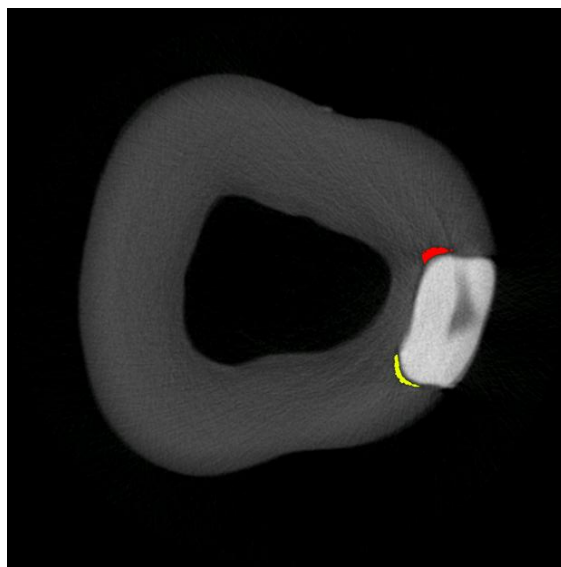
Immagine ottenute mediante μ -CT. Ricostruzione 3D del campione BG1.
